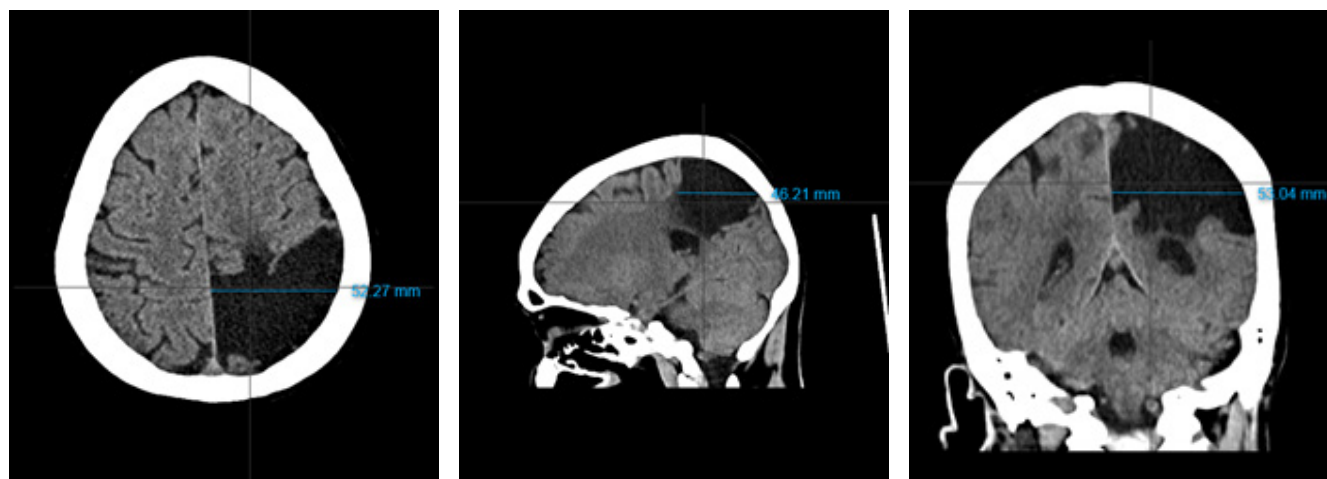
Tomografía computarizada del cerebro sin contraste
